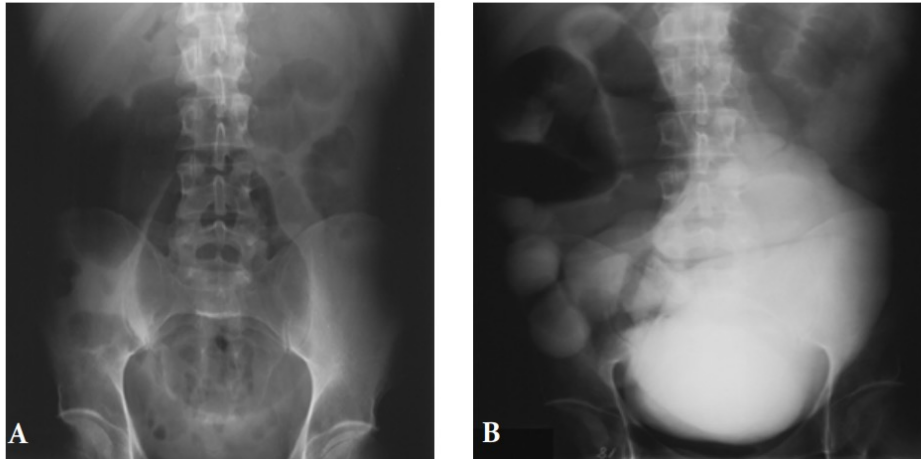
A. Radiografía simple de abdomen donde se observa dilatación importante de colon. B. Colon por enema con contraste hidrosoluble en donde se excluye una obstrucción mecánica
